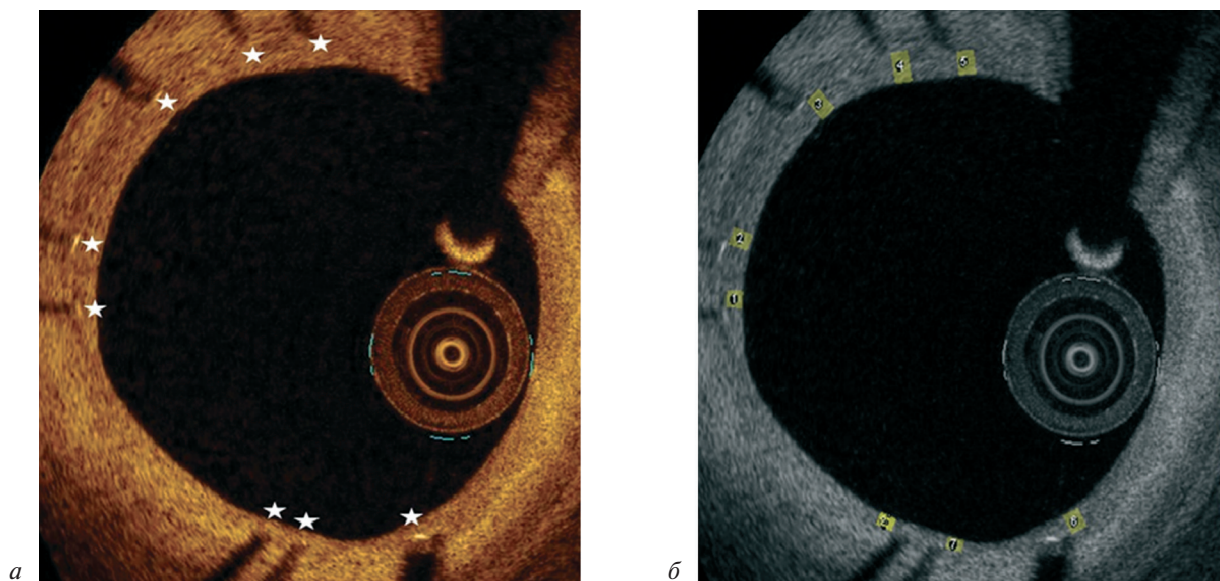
Примеры результатов оптической когерентной томографии:
